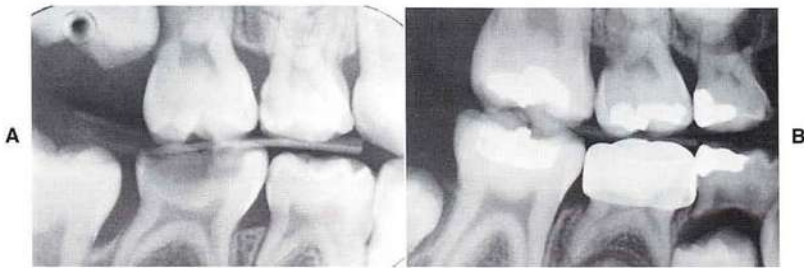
La erupción ectópica del primer molar permanente suele diagnosticarse a través de radiografías rutinarias de coronas superiores e inferiores. Se puede observar esta situación si la reabsorción no es muy extensa. A, La raíz distal del segundo molar superior primario muestra una pequeña reabsorción como consecuencia de la erupción ectópica; B, esta radiografía obtenida unos 18 meses después demuestra que el molar permanente ha podido erupcionar sin ningún tratamiento.
